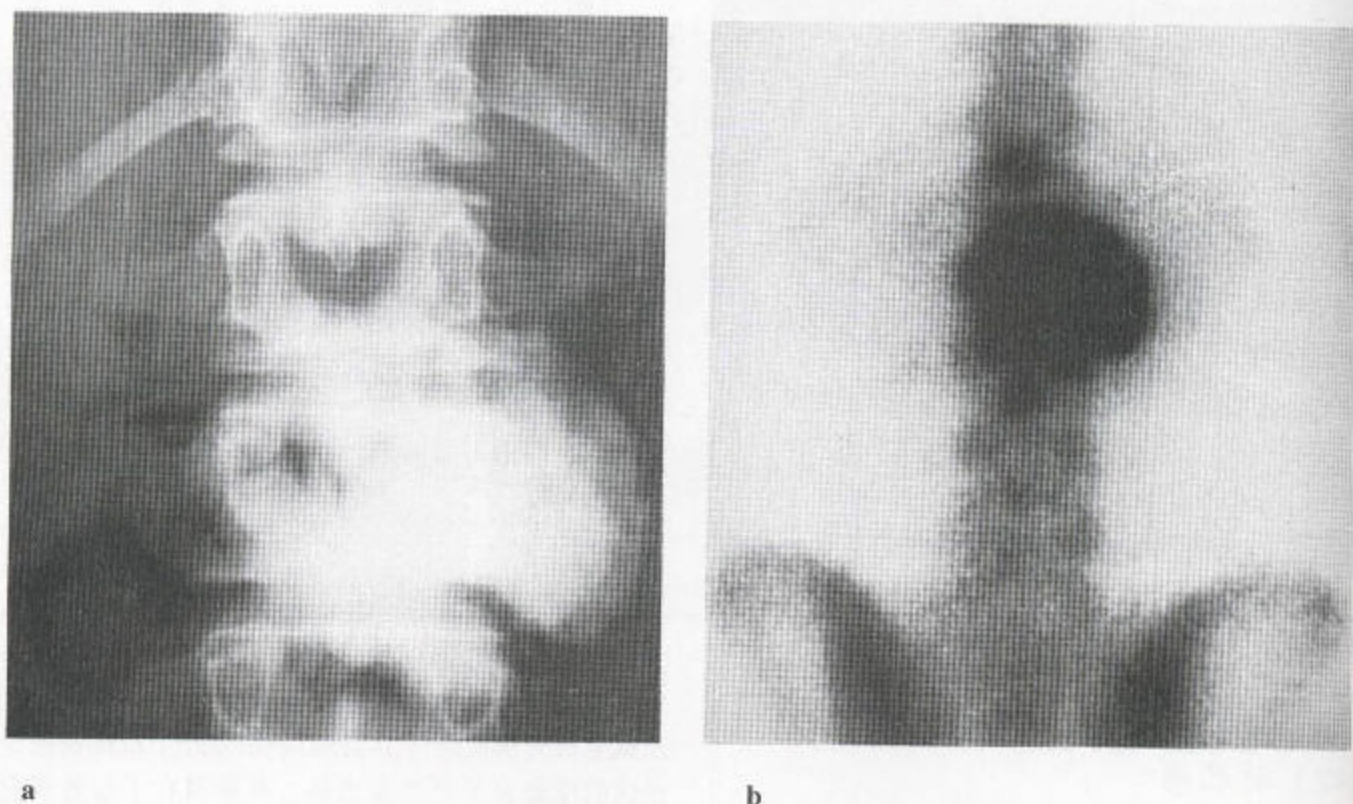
骨肉瘤 (a) 从 T₂ 左侧长出的一个巨大的边界清楚的硬化块。(b) 放射性同位素骨扫描显示这个膨大椎体的摄入量呈弥漫性增加。T₁₂ 椎骨的弓部有一转移性损害，后者在 X 线平片和放射性同位素骨扫描像上均可看到。
